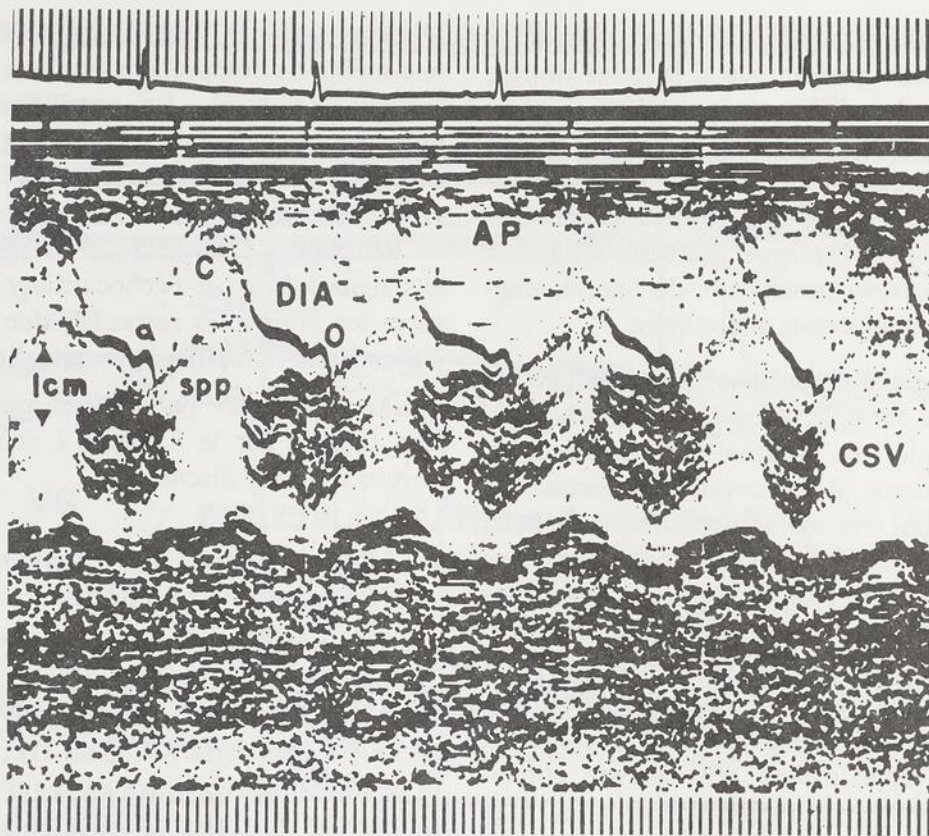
Echocardiogramme normal de la valve pulmonaire (enfant de 10 ans). Seuls l'écho diastolique et le mouvement de l'ouverture du feuillet postérieur sont visibles.
